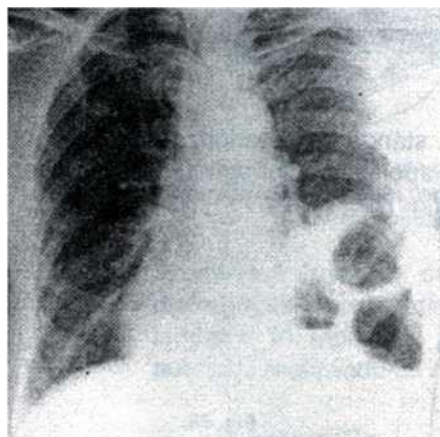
Relaxarea diafragmatică stângă (radiografie frontală).
